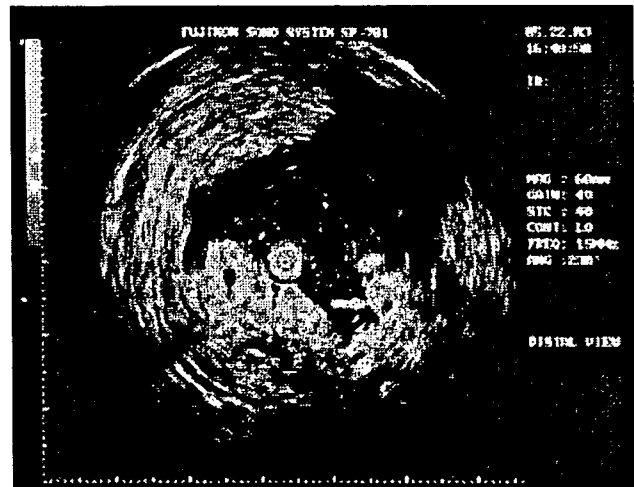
Endoscopic ultrasonographies (EUS) findings of the stomach. Thickening of the mucosae, but not submucosal areas was observed. Arrows indicate hypoechoic areas. The colon exhibited similar changes.
